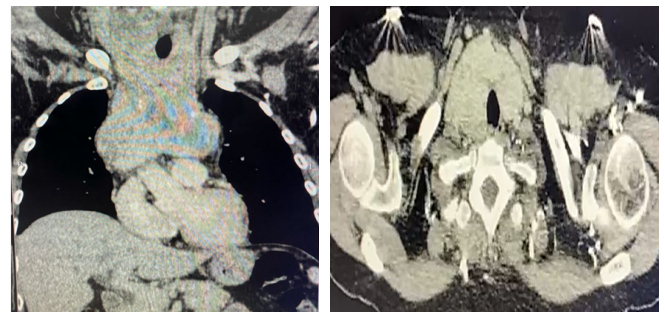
Tomografía computada cortes coronal (izquierda) y axial (derecha) evidenciando tumor a nivel cervical dependiente de la tiroides y masa mediastinal anterior.
